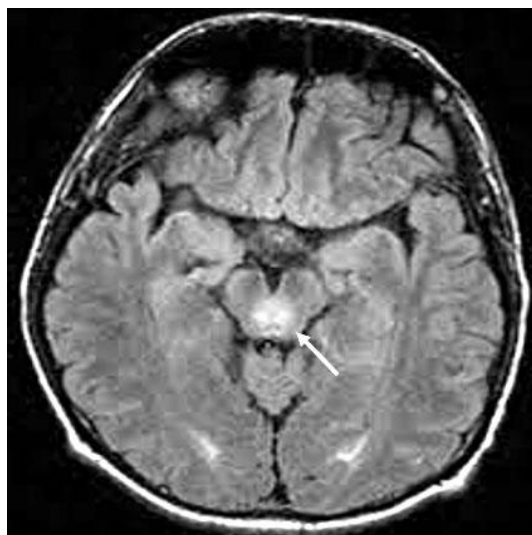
Resonancia magnética del encéfalo. Corte axial en secuencia T2/FLAIR que muestra una lesión hiperintensa en el mesencéfalo (flecha), compatible con desmielinización postinfecciosa.
